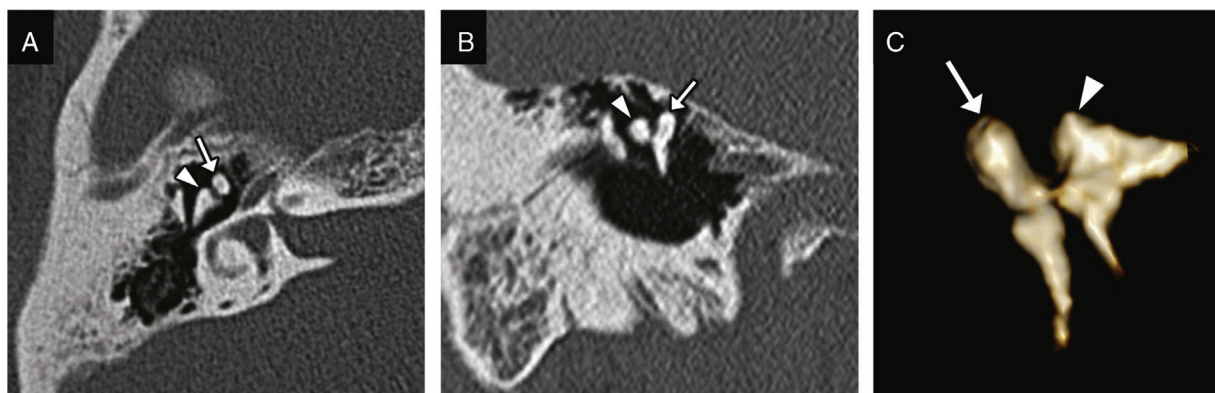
Luxación incudomaleolar. Imagen transversal de TC (A) y reconstrucción coronal oblicua (B) en las que se observa una falta de contacto entre la cabeza del martillo (flecha blanca) y el cuerpo del yunque (punta de flecha). C) La reconstrucción volumétrica facilita su representación y puede ser útil para su detección.
